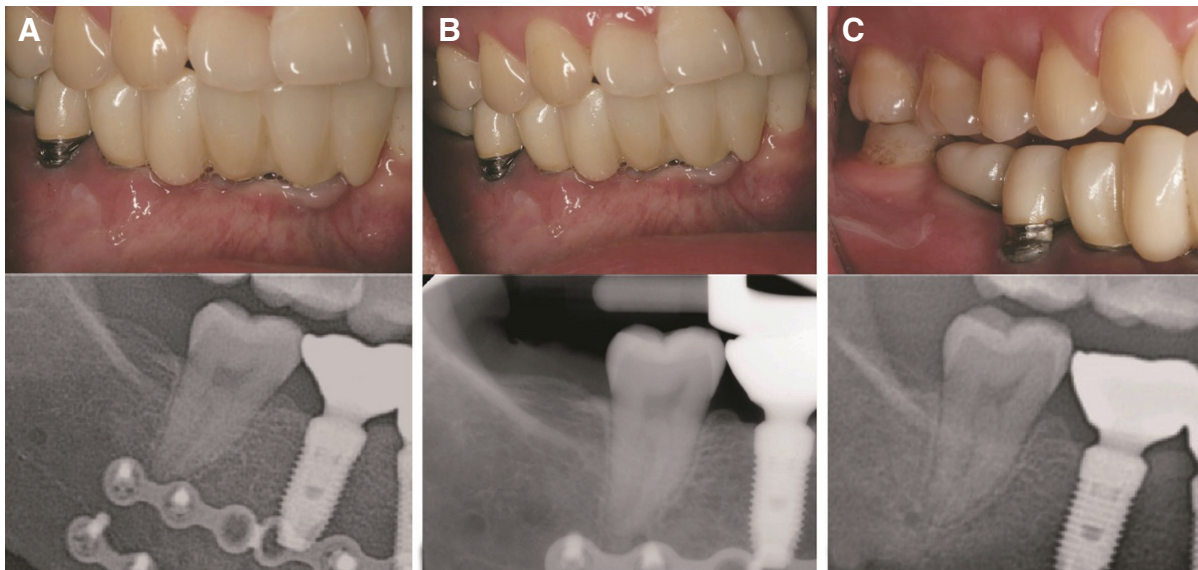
(A) Two-months checkup after delivery. No pathologic changes were found except the exposed fixture (second molar), (B) Fourteen-months checkup after delivery. Except the second molar, any implant prosthesis was not occluded with shimstock inspection, (C) Two-years checkup after delivery. Occlusal change progressed further, the implant prosthesis except for the second molar showed an open bite to the naked eye. Compared with two-months checkup radiograph, (A), the last posterior nature tooth was extruded.
